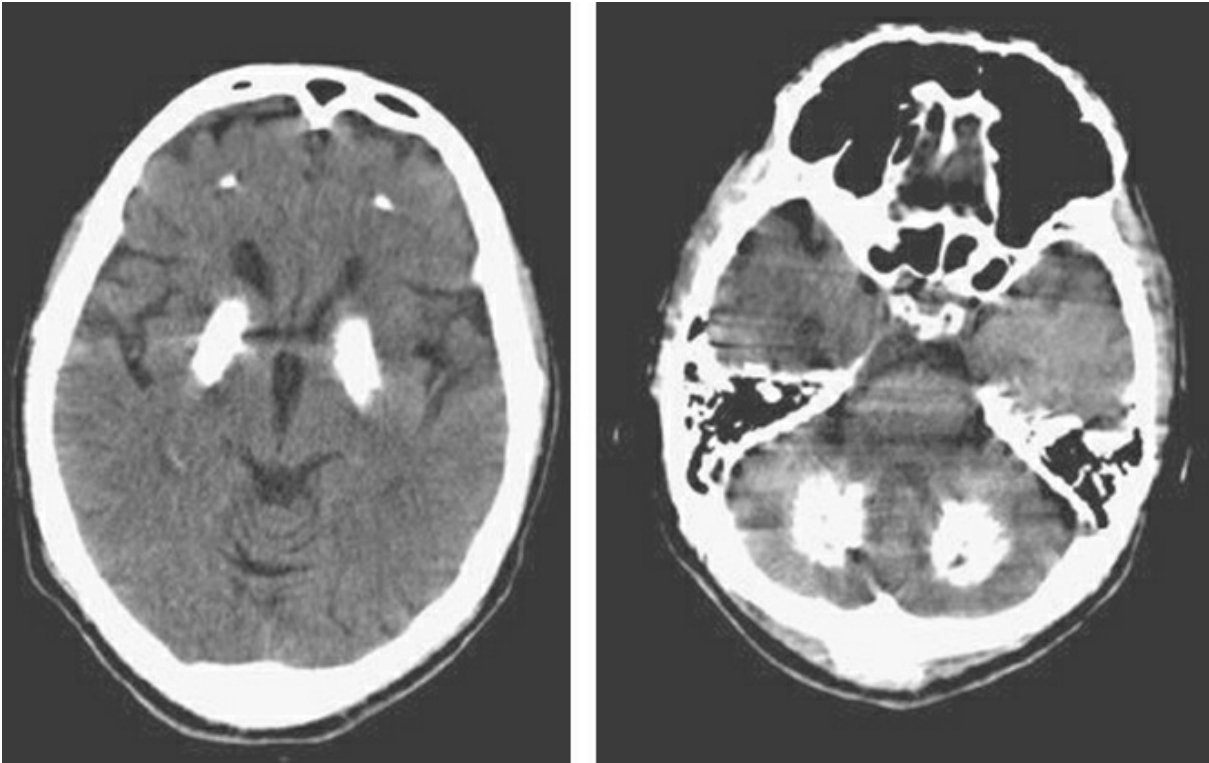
TC axial sin contraste.
